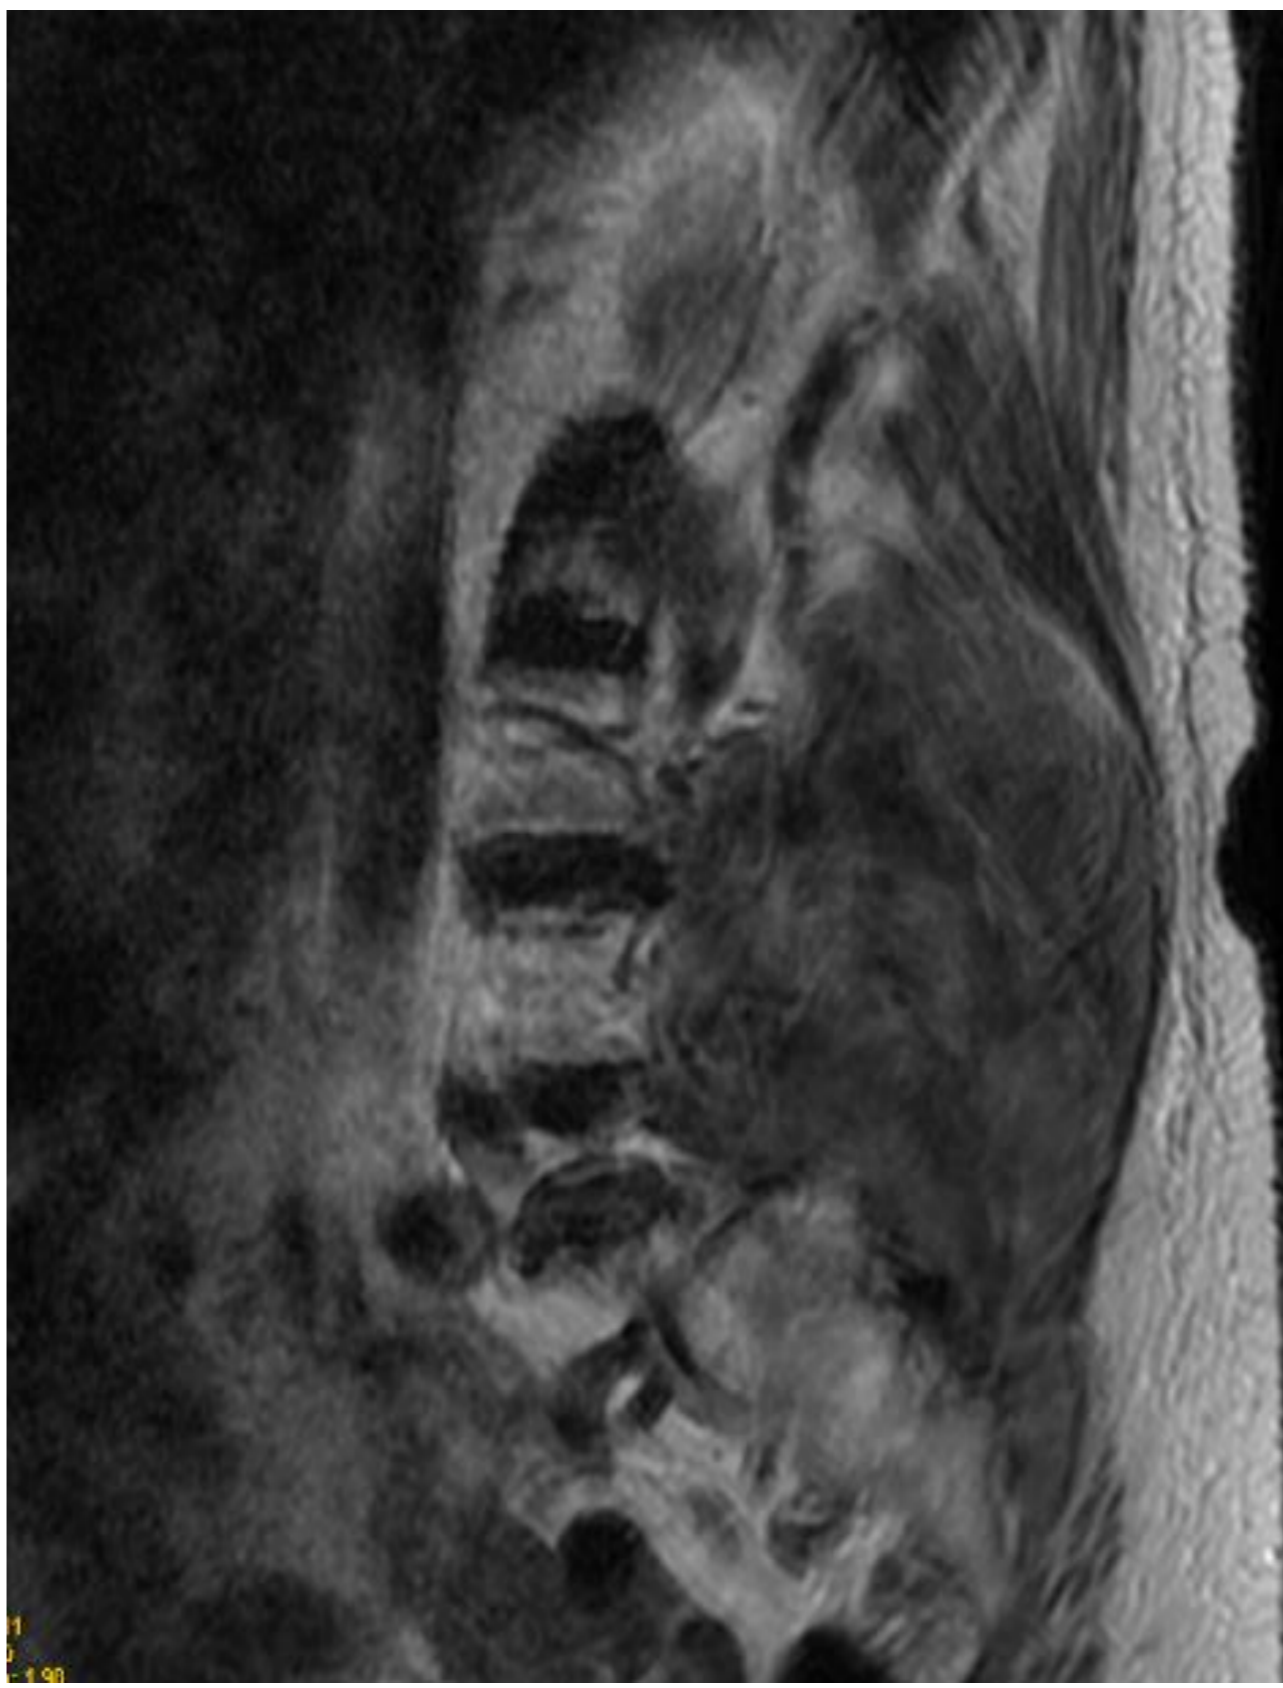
RMN: Masa tumoral con afectación de musculatura paravertebral
